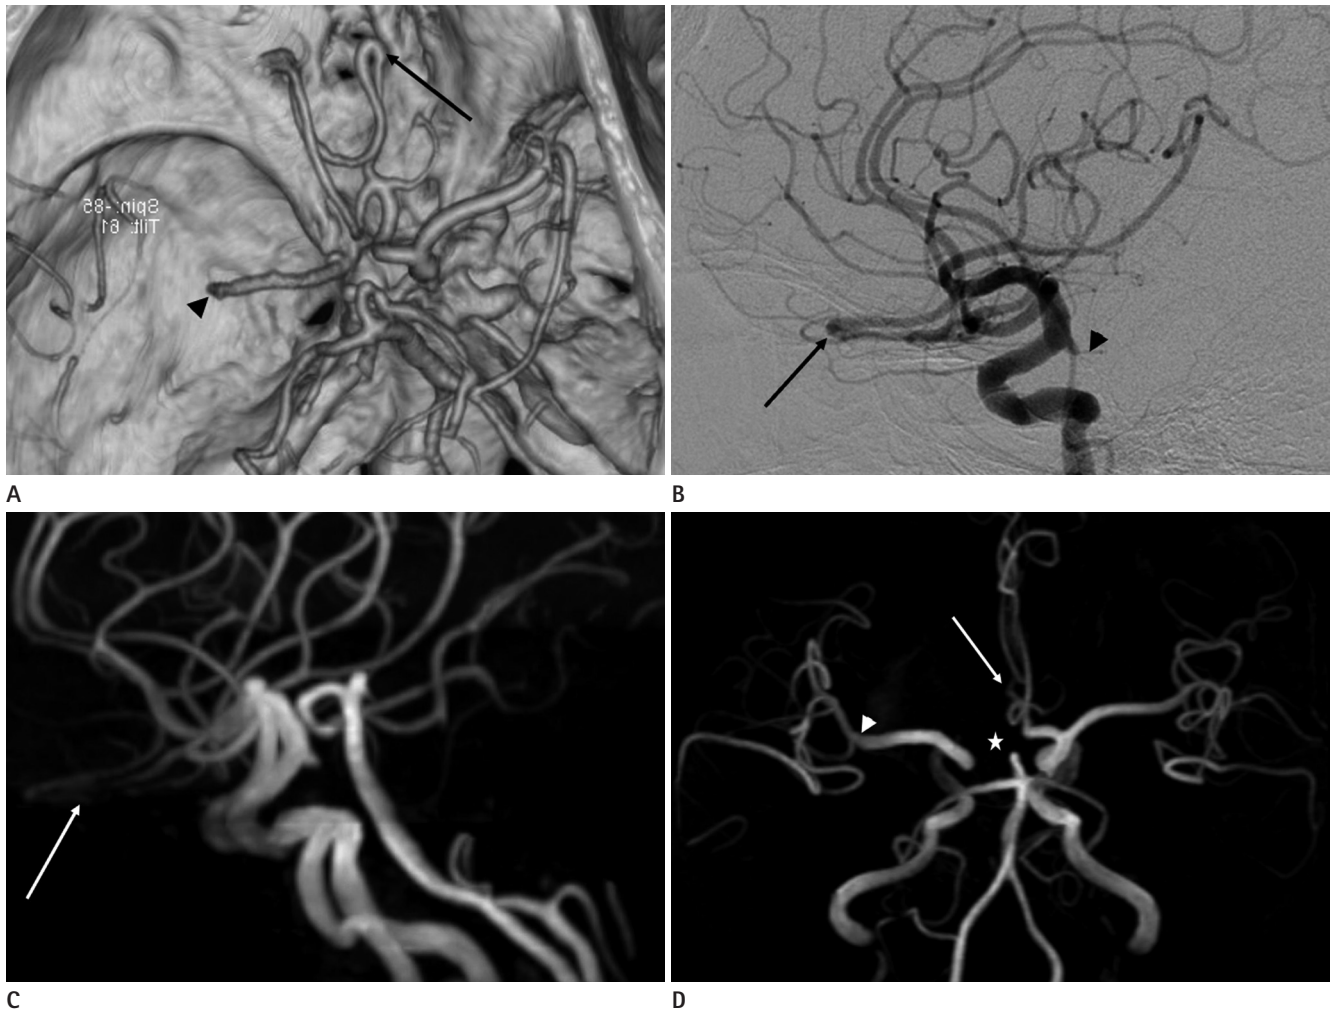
Case 24. A 71-year-old male with acute cerebral infarction. Oblique superoinferior (A) projection of the computed tomography angiography volume rendering image shows the right persistent primitive olfactory artery (black arrow) and occlusion of M1 portion of the right middle cerebral artery (black arrowhead). Lateral projection (B) of left common carotid conventional angiography reveals the right persistent primitive olfactory artery (black arrow) and junctional dilatation in left anterior choroidal artery (arrowhead). Follow-up lateral (C) and half inferosuperior (D) projections of the time of flight magnetic resonance angiography after recanalization shows the right persistent primitive olfactory artery (white arrow) and hypoplastic A1 portion of the right anterior cerebral artery (star). There is recanalization of M1 portion of the right middle cerebral artery (white arrowhead).
